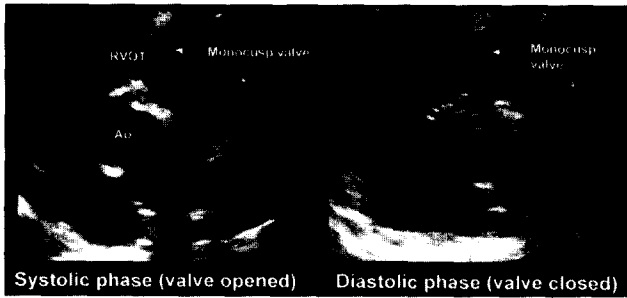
Echocardiogram showed competent monocusp valve during systole and diastole 3 months later.
